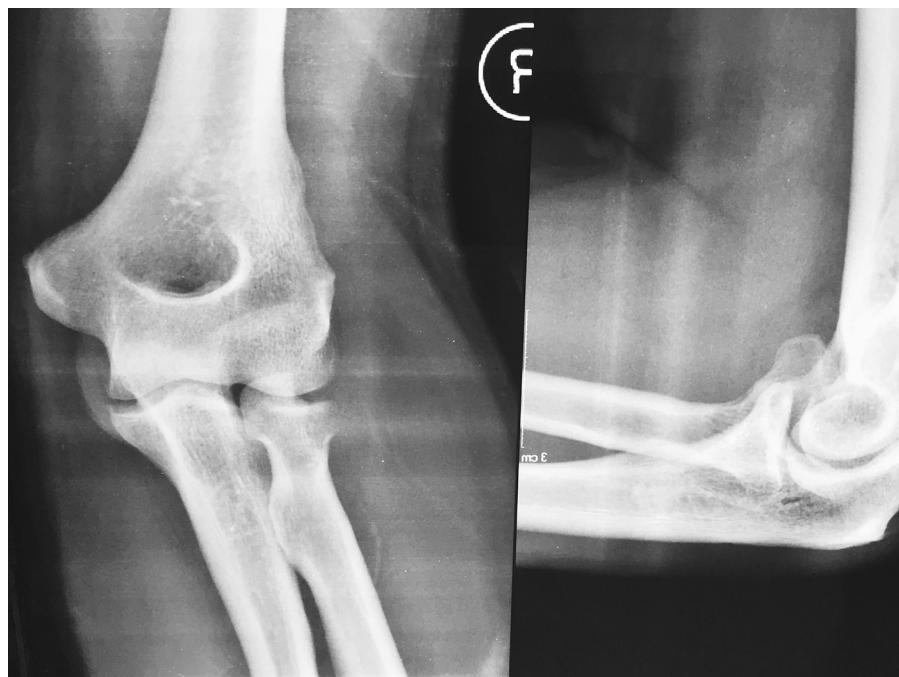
Radiografia AP e perfil na qual visualizamos a fratura da cabeça do rádio e o desvio anterior do fragmento.
